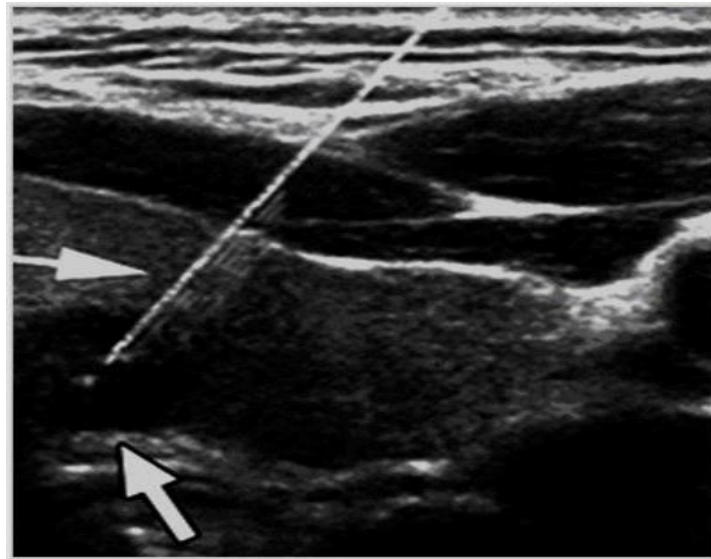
УЗИ-снимок пункции образования ЩЖ
